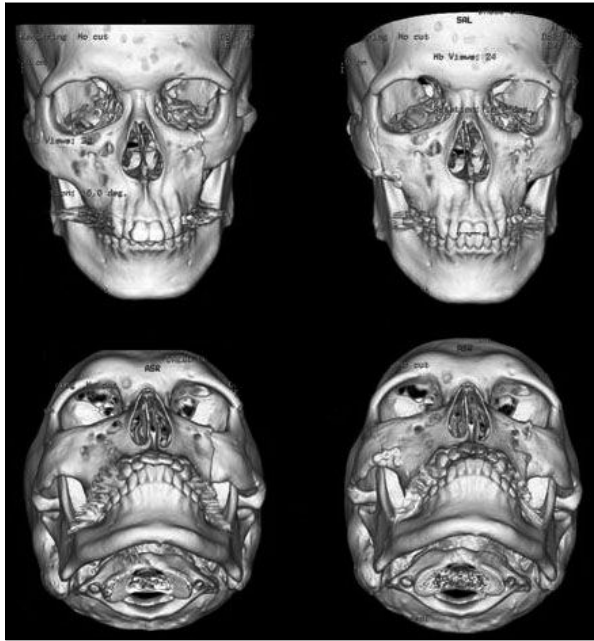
(Case 2)(Above, left and Below, left) preoperative 3-Dimensional computed tomography image (Above, right and Below, right) postoperative 3-Dimensional computed tomography image.
